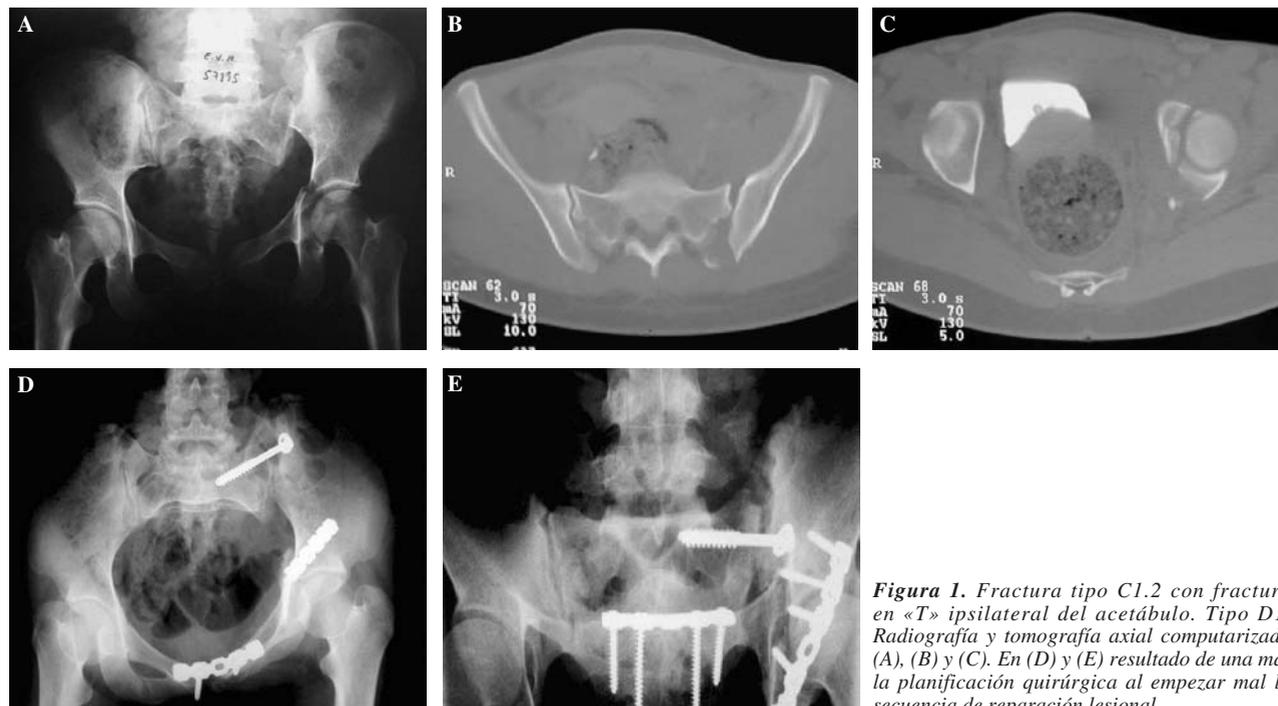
Fractura tipo C1.2 con fractura en «T» ipsilateral del acetábulo. Tipo D1. Radiografía y tomografía axial computarizada (A), (B) y (C). En (D) y (E) resultado de una mala planificación quirúrgica al empezar mal la secuencia de reparación lesional.
